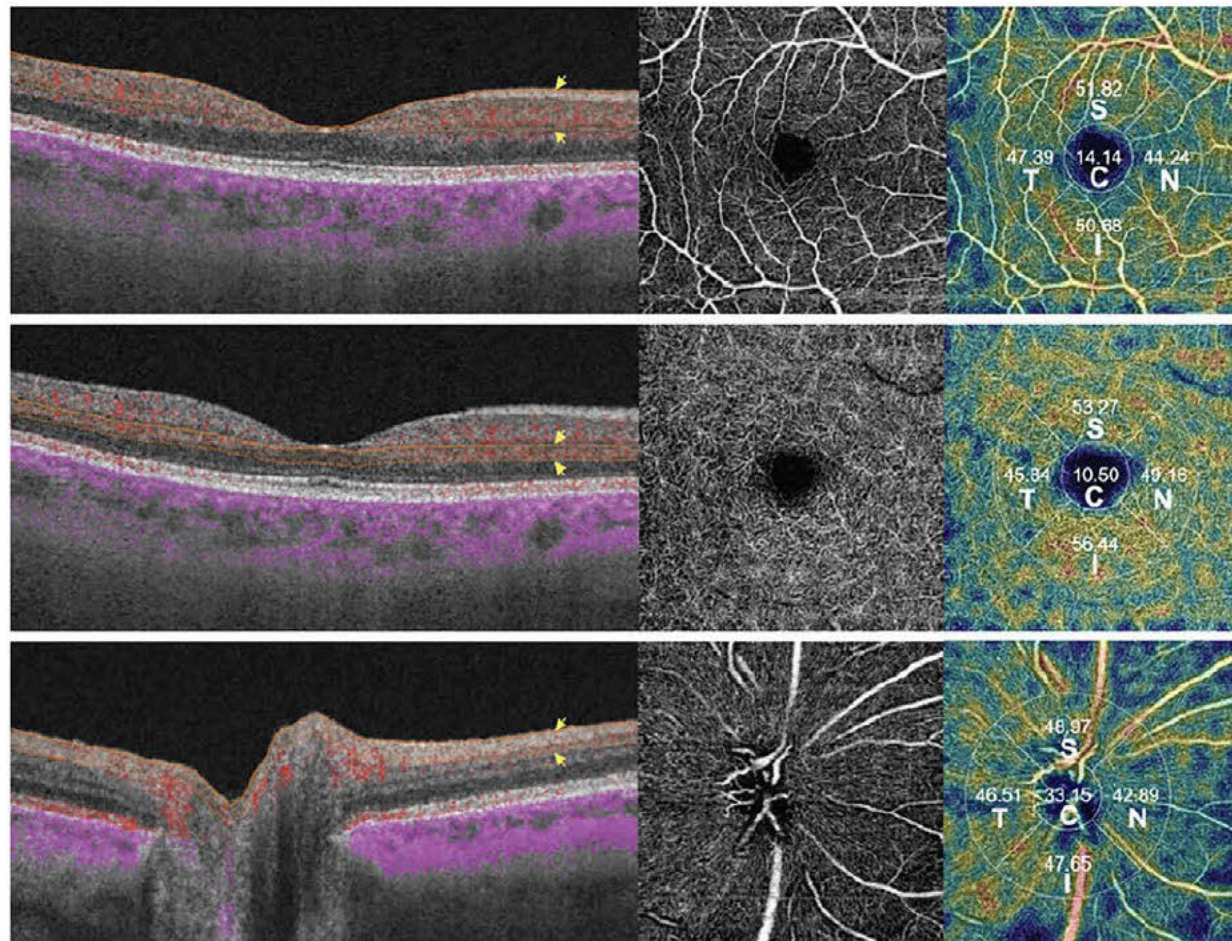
B-scan, en face and density map visualization of optical coherence tomography angiography showing the different retinal plexuses. Yellow arrows point to the segmentation lines. (Top) Macular superficial capillary plexus: from 2.6 μ m below the internal limiting membrane (ILM) to 15.6 μ m below the interface between the inner plexiform layer and the inner nuclear layer (IPL/INL). (Middle) Macular deep capillary plexus: from 15.6 μ m below the IPL/INL to 70.2 μ m below the IPL/INL. (Bottom) Disc and circumpapillary radial peripapillary capillary plexus: from the ILM to 70.2 μ m below the ILM. The density maps (third column) show the percentage area occupied by vessels in the different sectors: central (C), superior (S), nasal (N), inferior (I) and temporal (T).
